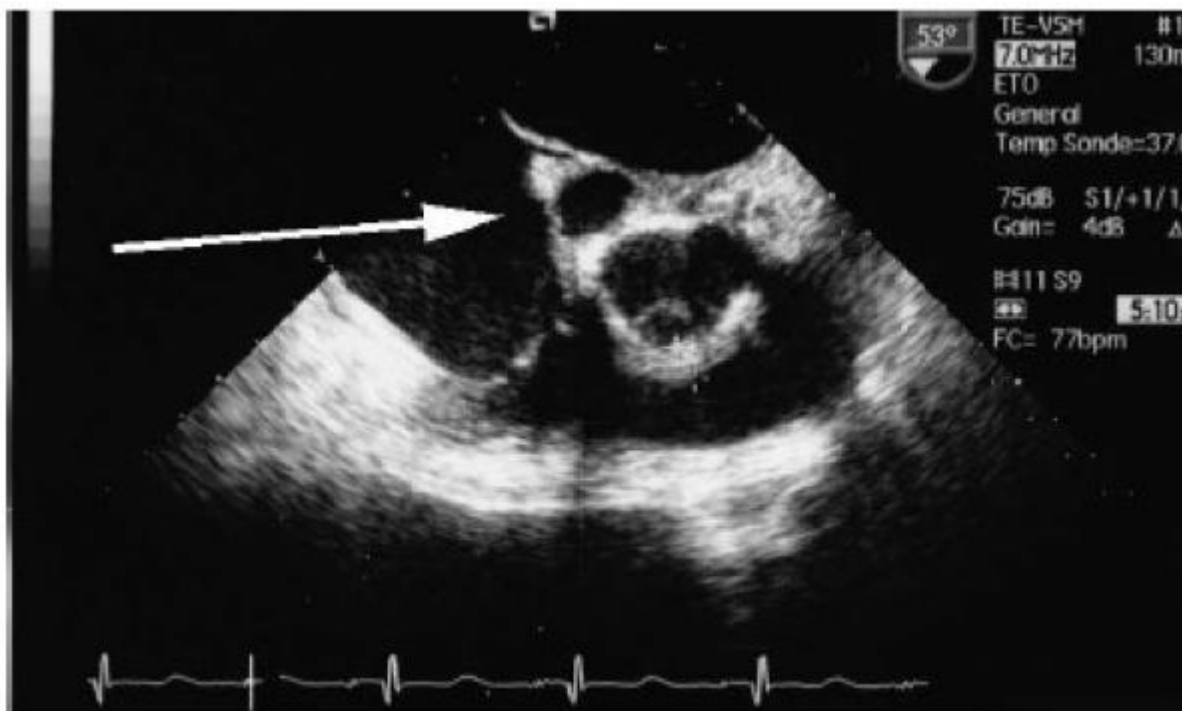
Echocardiographie transoesophagienne montrant un abcès du trigone aortomitral [47]
